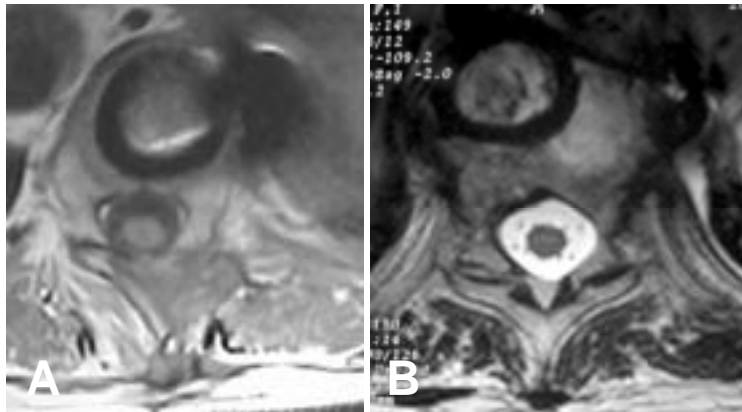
Exemples de RMN de diversos al·loempelts, en talls axials. A. Imatge en T1. B. Imatge en T2.
